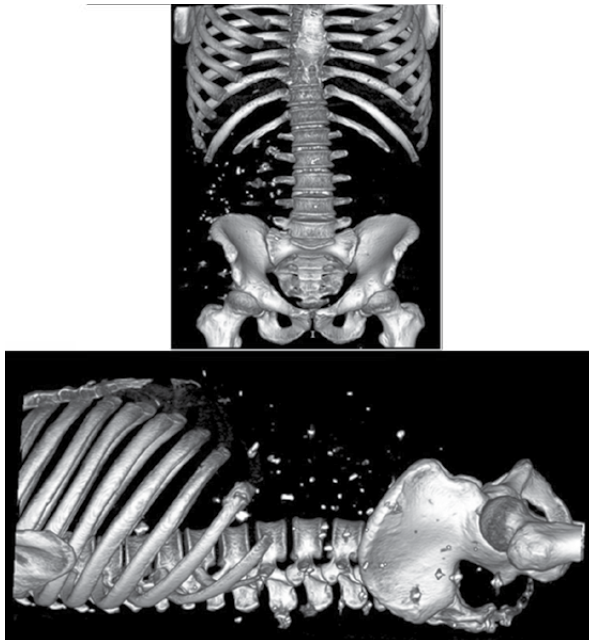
(а, b). 3D-моделирование КТ при поступлении
